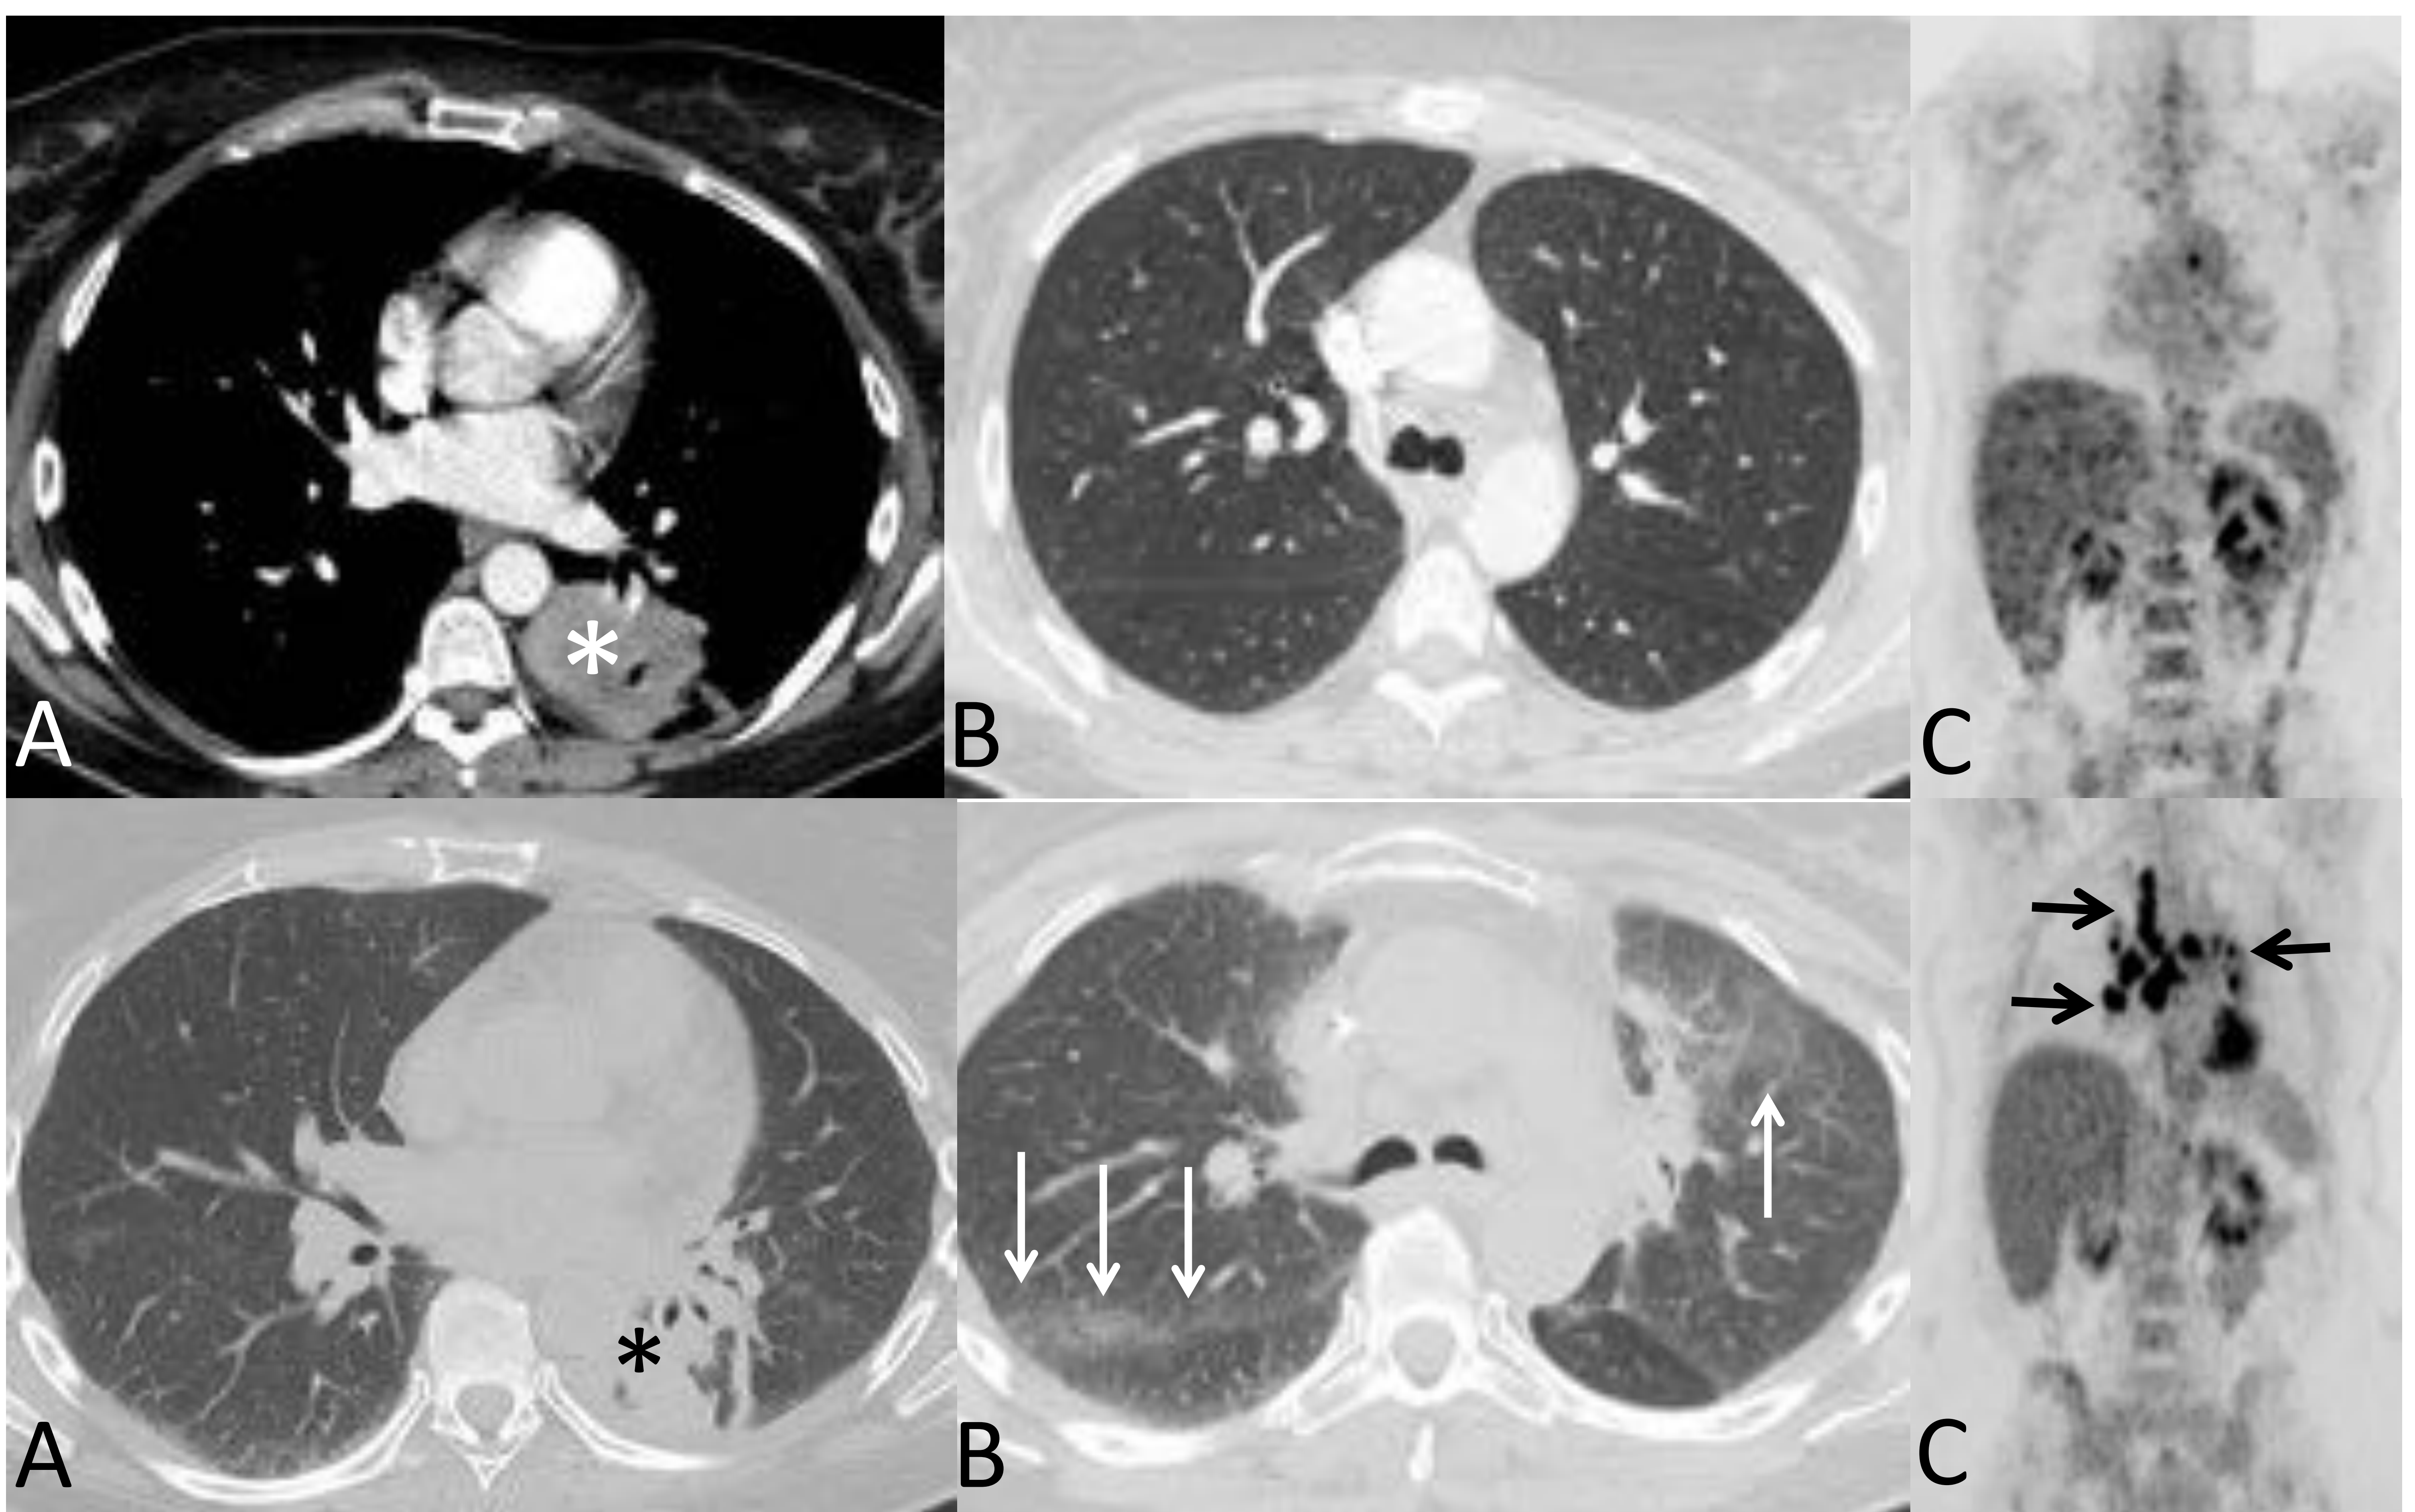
Ejemplos de reacción sarcoidea: Paciente de 47 años diagnosticada de CP localmente avanzado en tratamiento con IT (durvalumab); la fila superior corresponde a la TC y PET/TC basal (pre-IT) mientras que la fila inferior corresponde a la TC y PET/TC obtenidas a las 12 semanas del inicio del tratamiento. En la fila superior se observa una masa en lóbulo inferior izquierdo (A, asterisco), un parénquima pulmonar (a nivel de la carina traqueal) sin alteraciones significativas (B), y una ausencia de adenopatías en la imagen de PET coronal (C). En la fila inferior se observa, coincidiendo con una mejoría clínica de la paciente y con una disminución del tamaño de la masa pulmonar (A, asterisco), la aparición de múltiples nódulos perilinfáticos subpleurales en ambos pulmones (B, flechas) y de múltiples adenopatías hipermetabólicas en mediastino y ambos hilios pulmonares (C, flechas). La paciente presentaba una buena situación clínica y no había datos clínicos de progresión tumoral, aunque en ambas rodillas aparecieron lesiones eritematosas sobreelevadas compatibles con un eritema nodoso. Los informes de la TC y de la PET/TC sugirieron el diagnóstico radiológico de reacción sarcoidea, confirmándose la presencia de granulomas sarcoideos en una ecobroncoscopia y en la biopsia de las lesiones cutáneas. En este caso se decidió administrar corticoides pero no se suspendió la IT , mejorando el cuadro clínico-radiológico.
